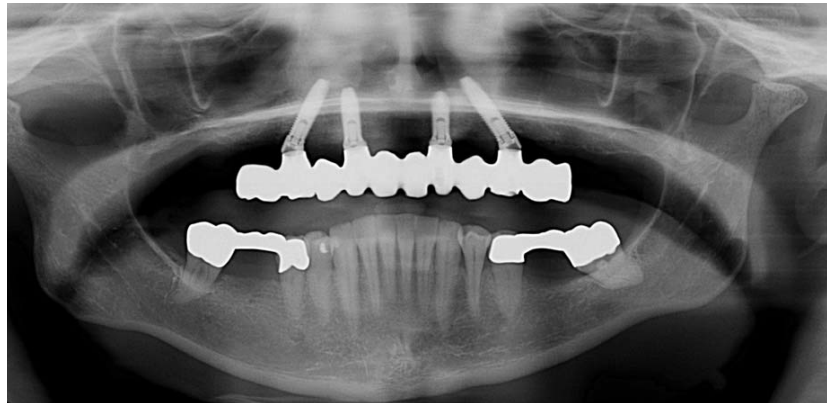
Röntgenkontrolle der definitiven Arbeit.
